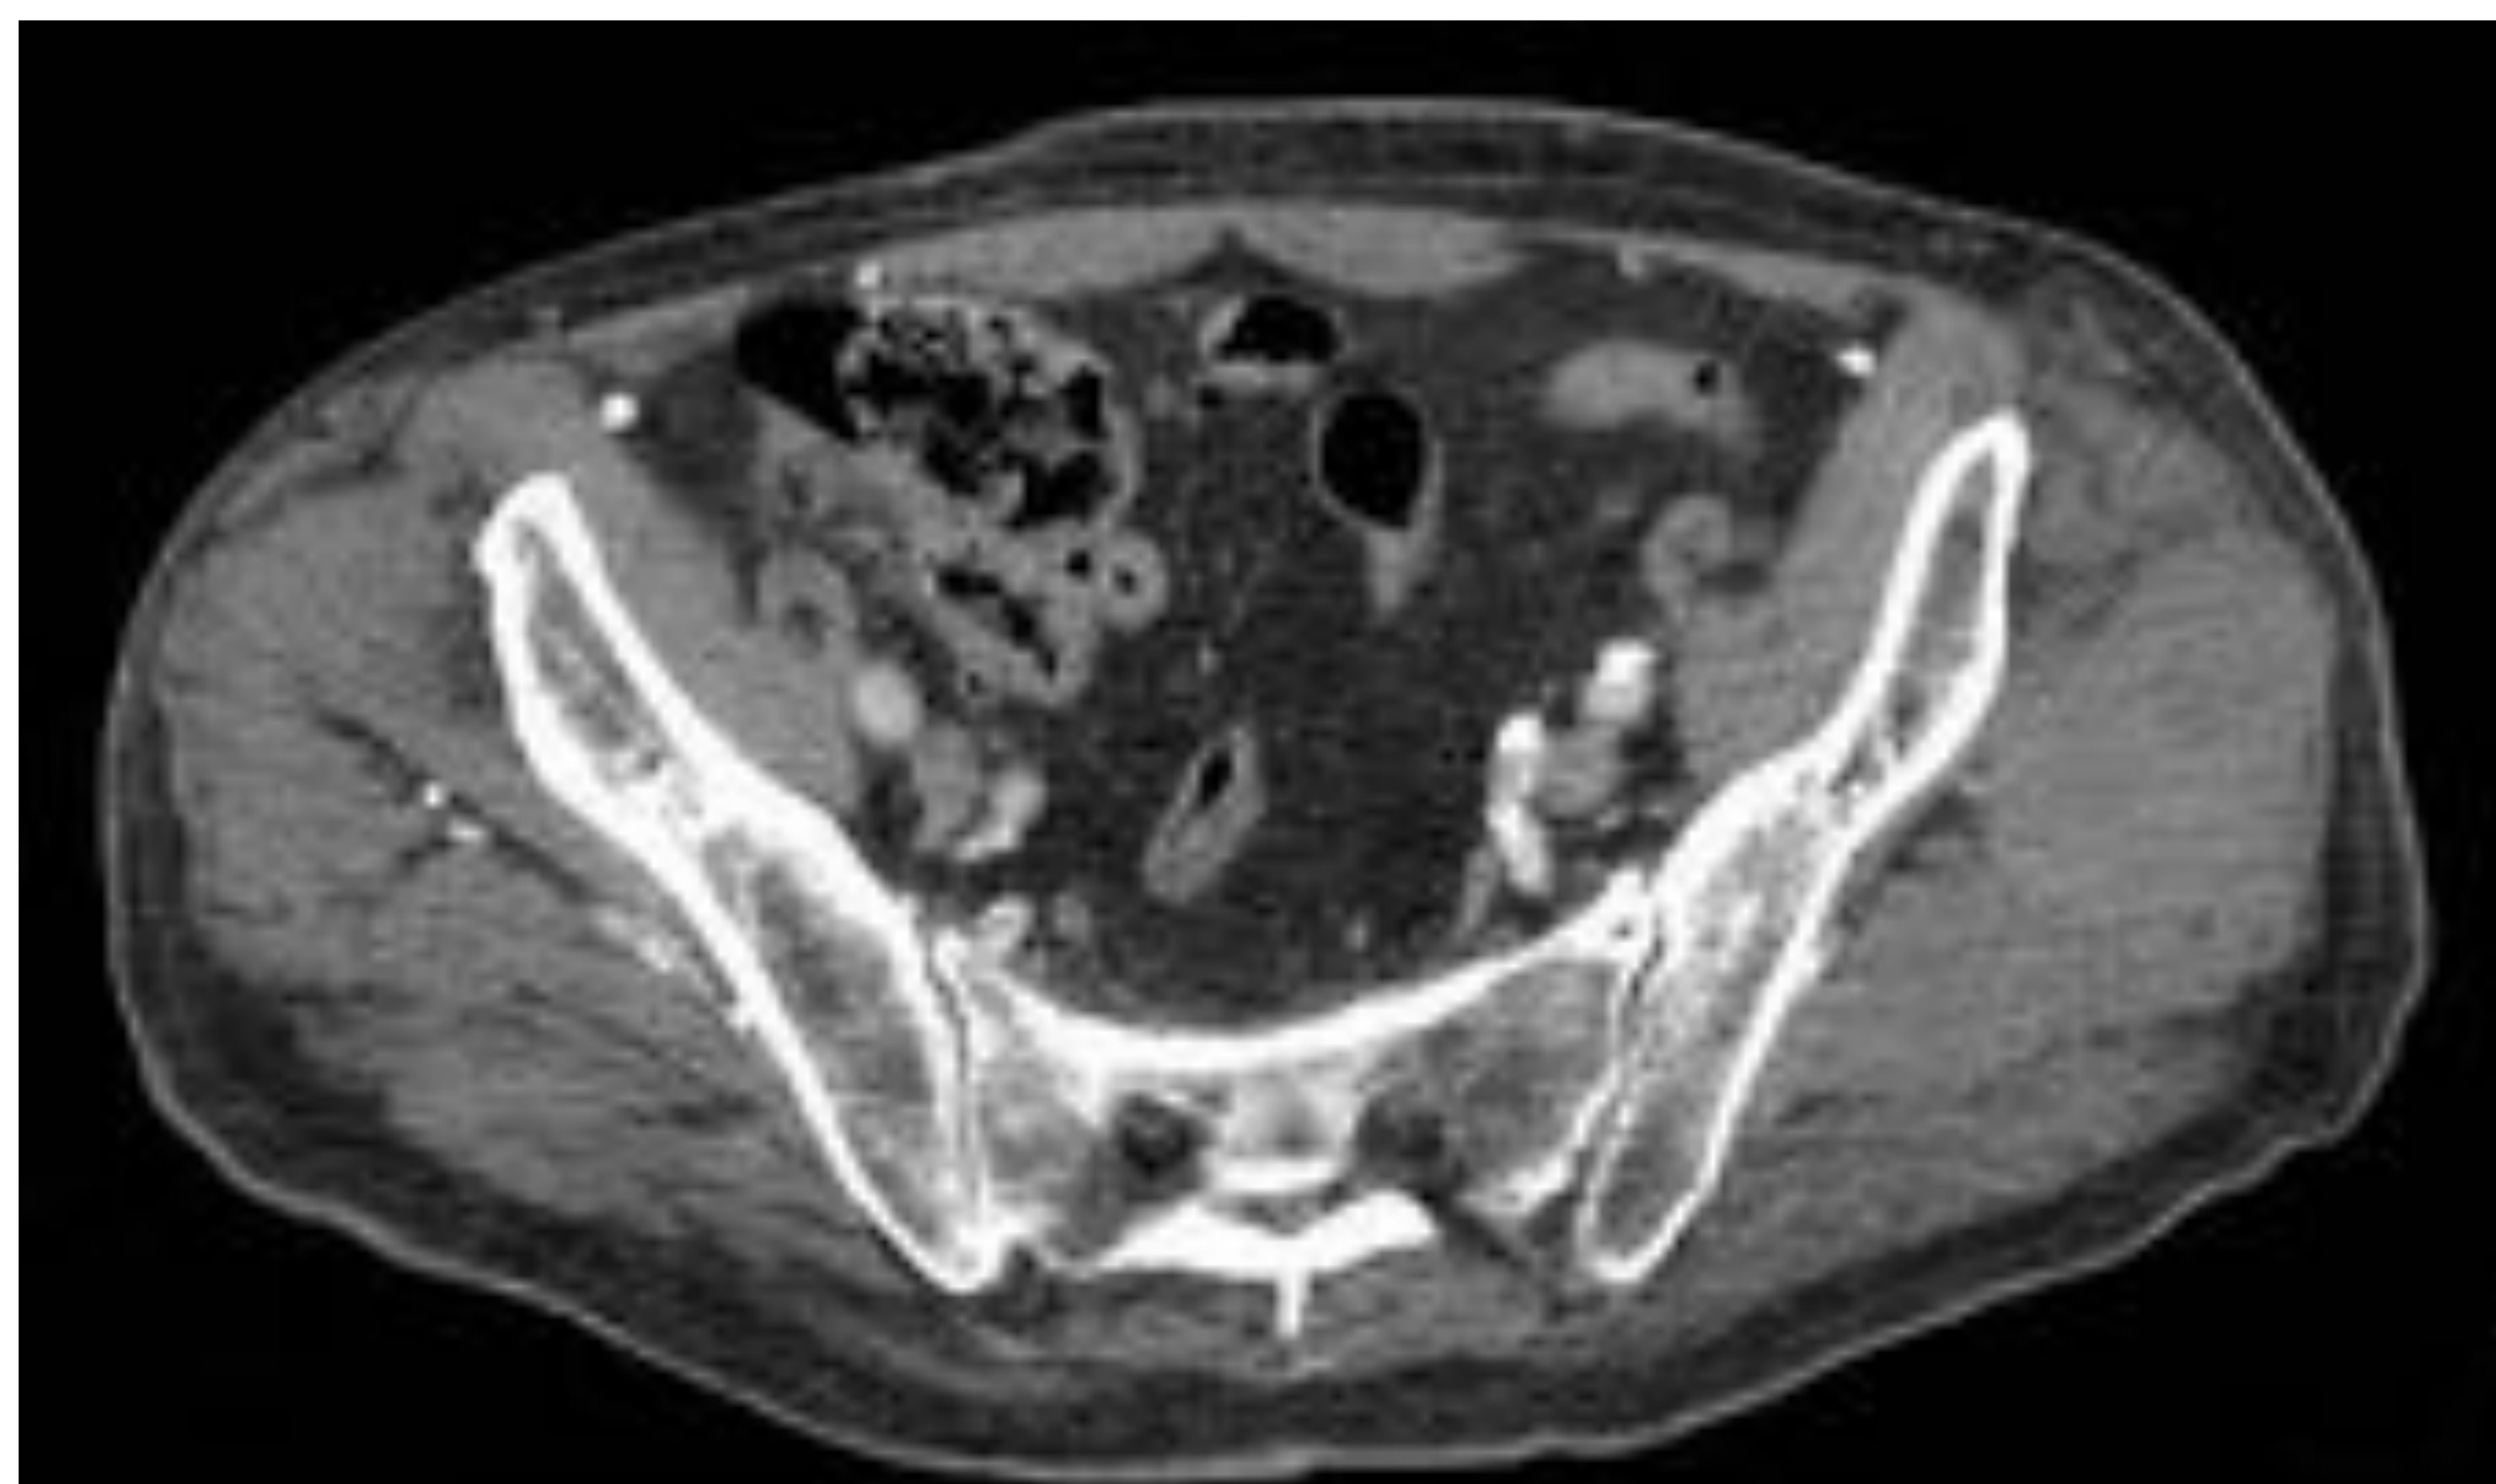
TC abdomen con contraste a. axial y b.coronal: Infiltración difusa con captación heterogénea de contraste(MM tipo III) glútea izquierda.
